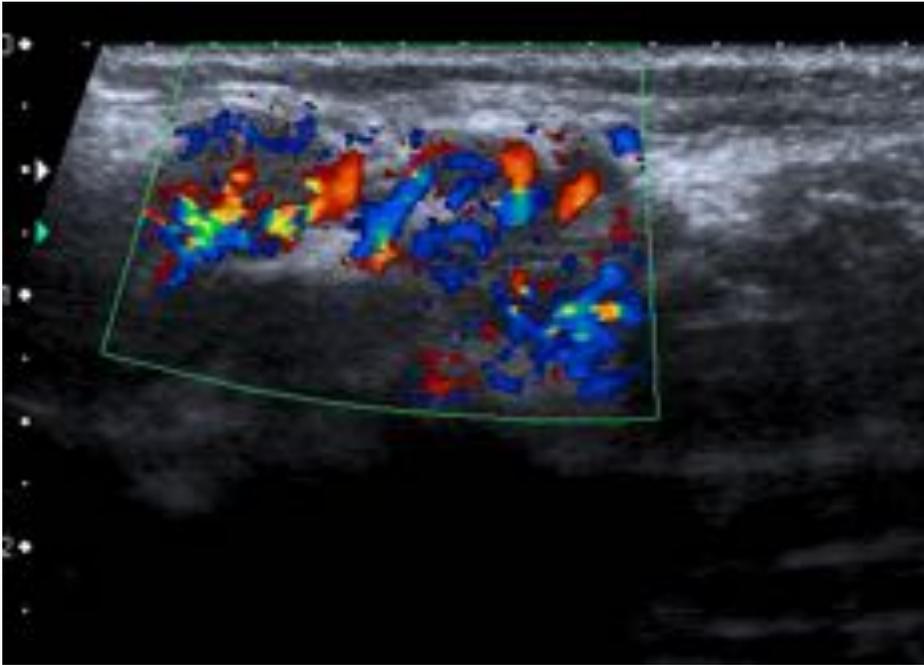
Ecografía cervical del paciente de la fig. 8 modo Doppler color, en la que se visualizan dichas adenopatías muy vascularizadas.
